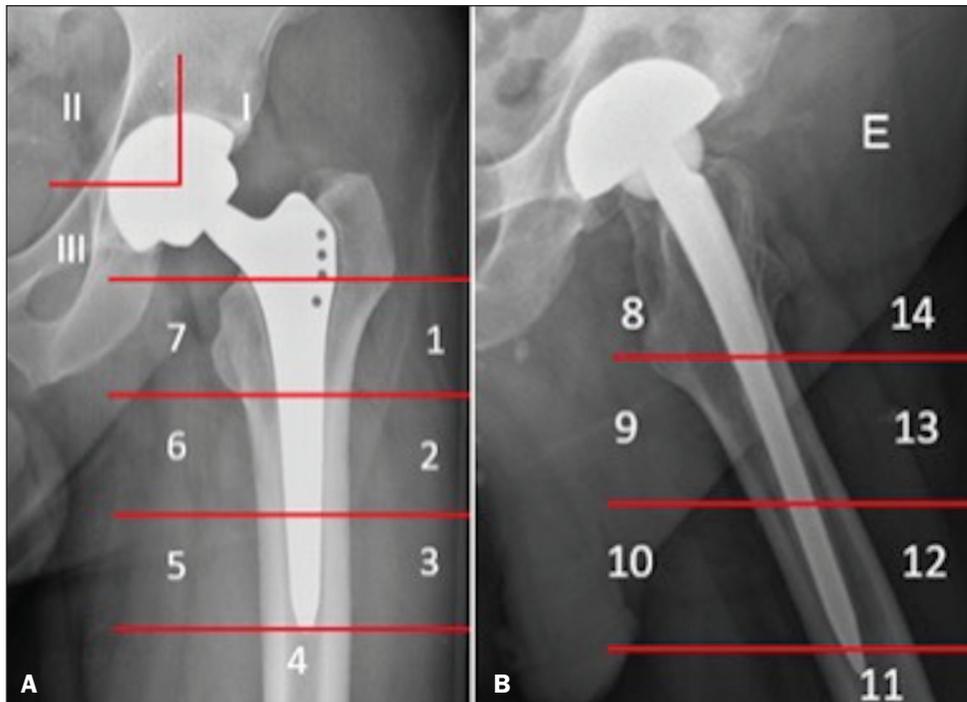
Zonas femorais e acetabulares na avaliação da osteólise. A: Radiografia anteroposterior mostrando as sete zonas femorais e três zonas acetabulares. B: Radiografia em perfil demonstrando as sete zonas femorais adicionais.
